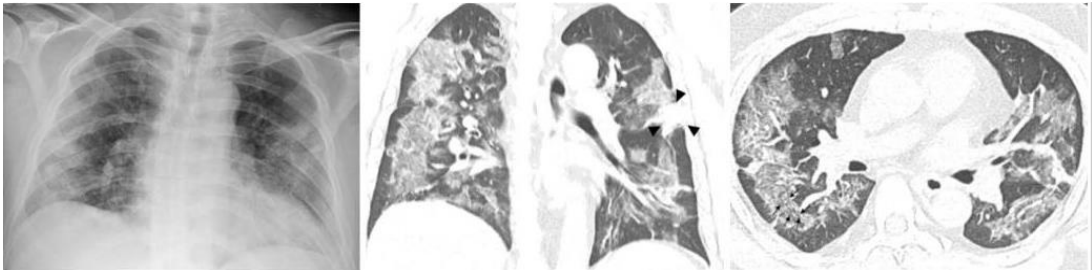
52 yaşında COVID-19 pozitif vakanın; hastalığının başlangıcından sonraki 5.günde BT bulguları (13)
